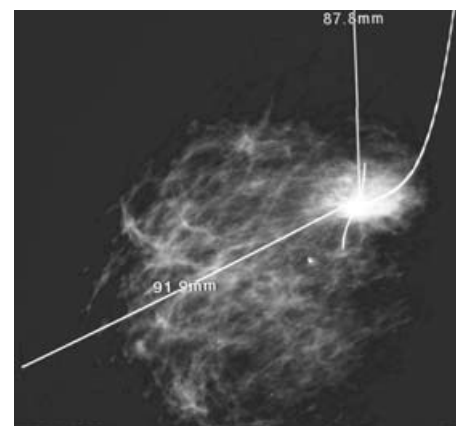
Marcaje con arpón de la lesión. Se aprecia la lesión ya modificada por hematoma posterior a biopsia con aguja de corte (trucut) guiada por ultrasonido.
